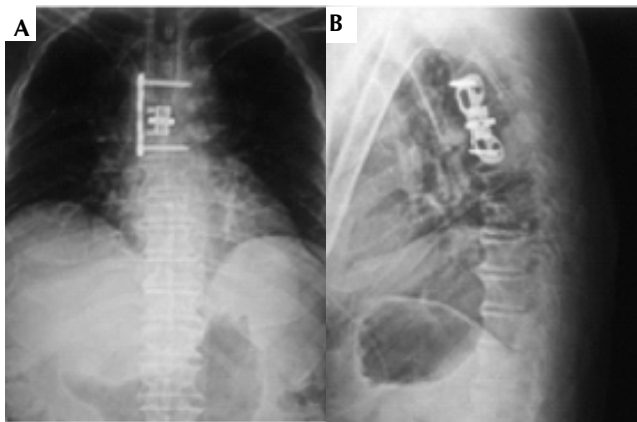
Radiografía posquirúrgica de paciente con enfermedad metastásica vertebral con tumor primario en mama, que se le realizó corpectomía con colocación de sistema Libélula más instrumentación anterolateral.
